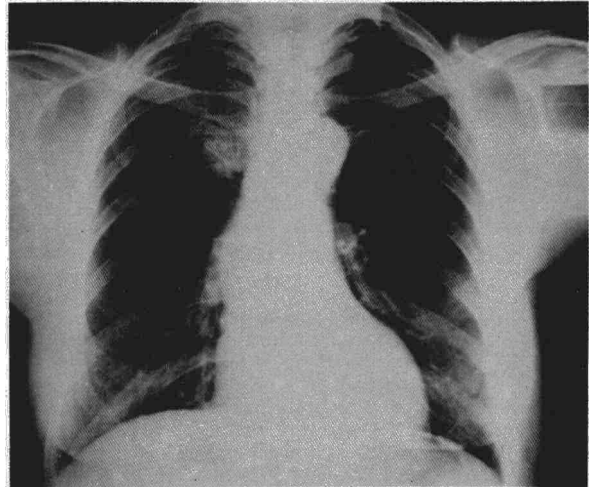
Radiografía PA de tórax en la que se contempla NPS suprahiliar derecha.
